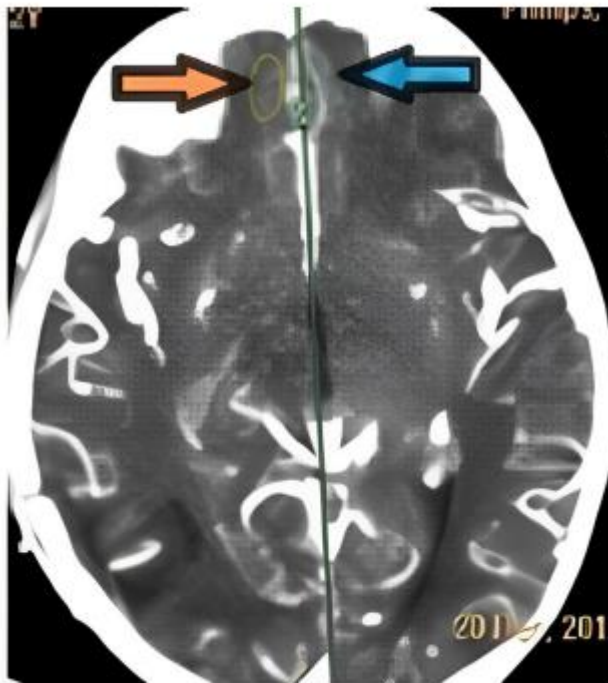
Bilateral orbitofrontal regions of interest where the computed tomography perfusion study was performed.
